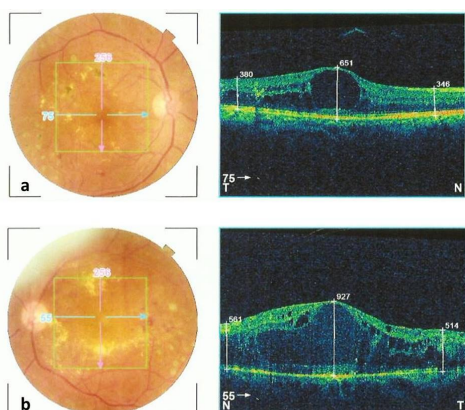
Fundus photography and optical coherence tomography images before intravitreal injection of aflibercept (a: right eye; b: left eye)
